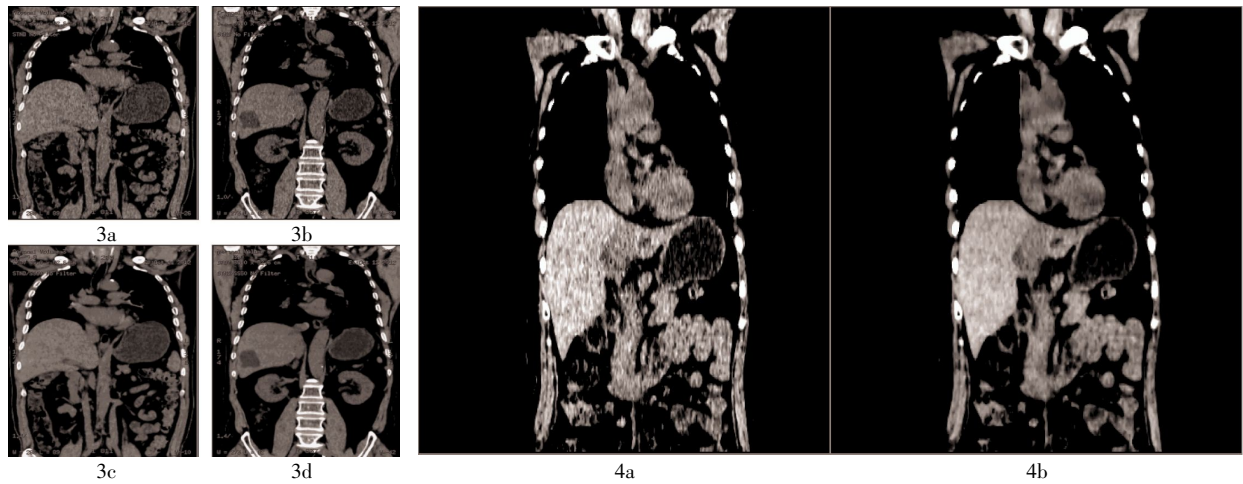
两例受检者腹部低剂量CT扫描图像采用常规和40% ASiR方法得到的重建图像 图中, 3a、3c: 男性, 38岁, 正常体检者; 3b、3d: 男性, 45岁, 肝囊肿患者; 3a、3b: 常规图像重建方法; 3c、3d: 40% ASiR图像。其中, ASiR为自适应统计迭代重建。图4 肝癌患者, 女性, 58岁。¹⁸F-FDG PET/CT全身扫描CT图像采用常规和40% ASiR方法得到的重建图像。图中, 4a: 常规方法重建图像; 4b: 40% ASiR图像。其中, ASiR为自适应统计迭代重建。
